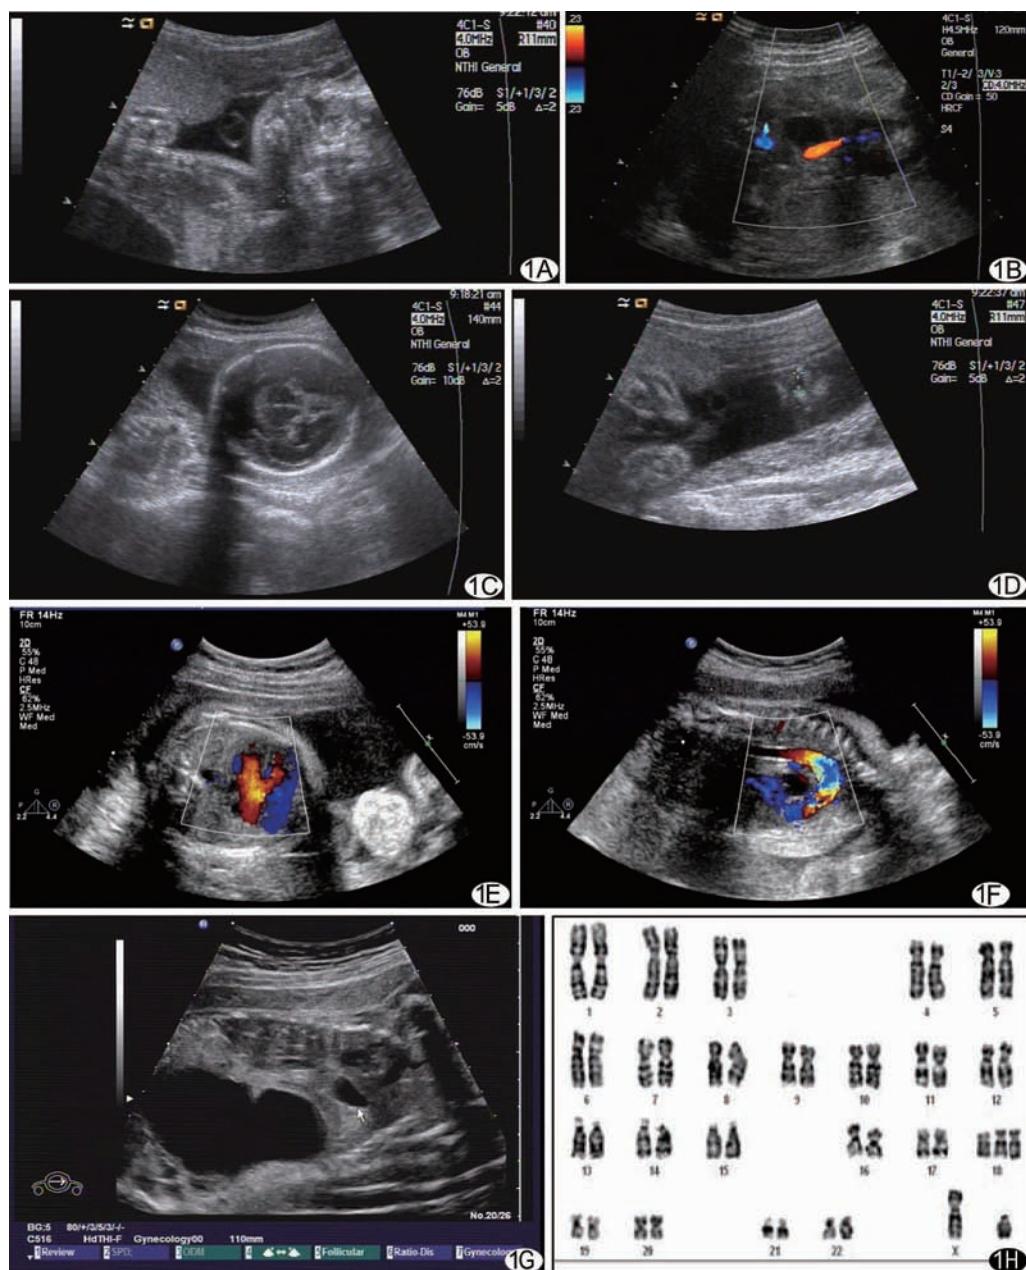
单脐动脉合并多种结构畸形 A. 羊水中脐带中段横切面见两条血管,呈“吕”字型; B. 膀胱水平切面,仅见一侧显示脐动脉血流; C. 同一胎儿合并叶状全前脑; D. 同一胎儿合并双侧唇裂并腭裂; E. 同一胎儿合并室间隔上段、房间隔下段缺损,彩色多普勒超声可见房、室间隔缺损处过隔血流; F. 同一胎儿合并永存动脉干,彩色多普勒超声见一束彩色血流自缺损的室间隔进入粗大的动脉干; G. 同一胎儿见膈肌回声中断,胃泡及部分肠管疝入左侧胸腔,心脏被挤入右侧胸腔,该切面亦见肾脏重度积水; H. 同一胎儿羊水染色体分析为18-三体
